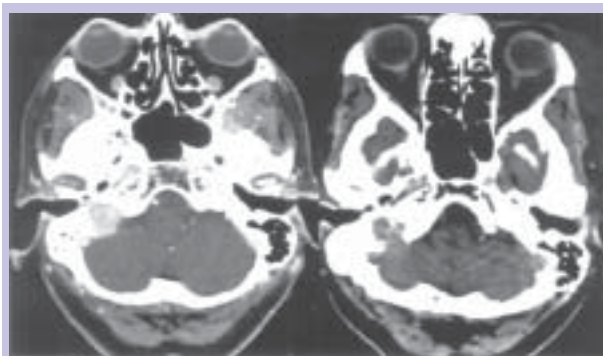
Doente de 59 anos submetida a 4 cirurgias com recidiva de meningioma anaplásico parietal direito 5 meses após sido submetida a ressecção cirúrgica e radioterapia externa adjuvante (54 Gy em 30 fracções); imagens de tomografia computadorizada na data da RCE e 20 meses depois desta terapêutica.
